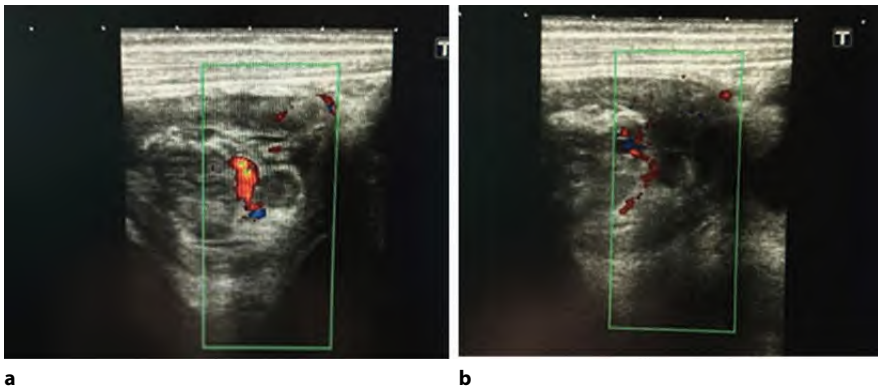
Наличие кровотока в головке инвагината по данным УЗИ с ЦДК (а, б)
